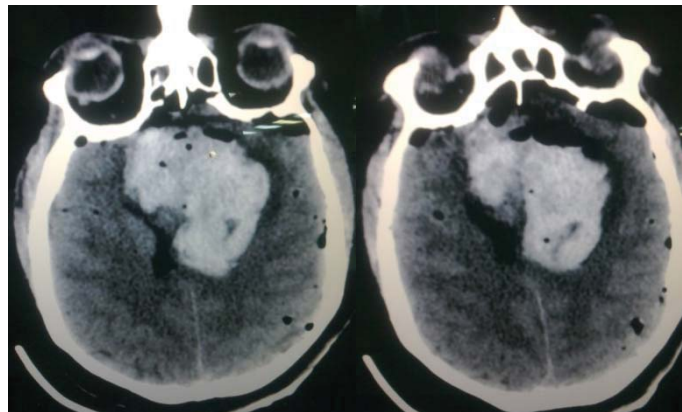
КТ головного мозга через 1 час после операции. Гематома в зоне оперативного вмешательства.
